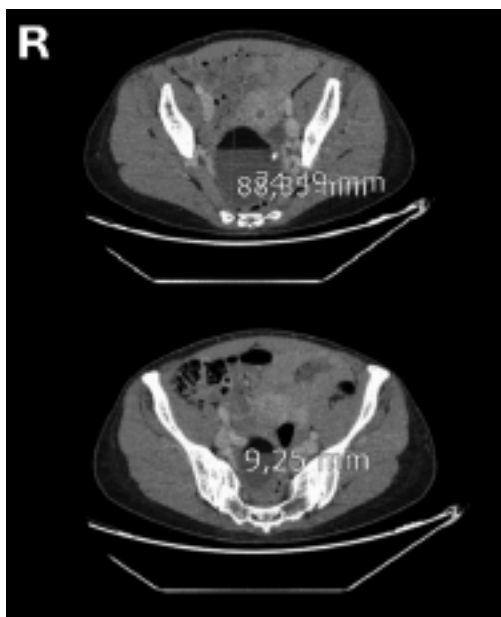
TC abdominopélvico urgente: tumoración de 8,8 x 7,4 cm en pelvis, dependiente de anejo derecho, con contenido heterogéneo con componente de densidad baja (grasa) y alta, en porción lateral, con morfología aparentemente de un diente. Ligera dilatación de vena cava inferior y venas ilíacas, así como múltiples dilataciones varicosas pélvicas en relación con síndrome de congestión pélvica.
